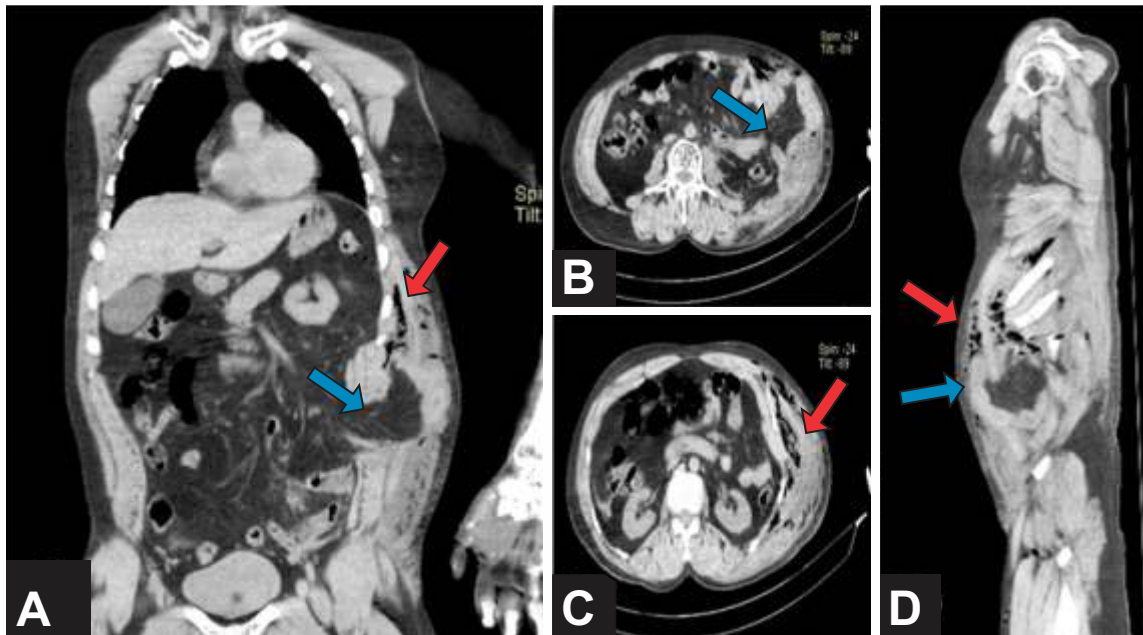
Tomografía abdominal. A. Corte coronal, Asa intestinal delgada protruyendo a través de defecto de pared abdominal (flecha azul), y aire en pared abdominal (flecha roja). B. Corte transversal, salida de asas intestinales delgadas atrapadas en defecto de pared abdominal (flecha azul). C. Corte transversal, aire y edema de pared abdominal (flecha roja). D. Corte sagital, Asa intestinal delgada protruyendo a través de defecto de pared abdominal (flecha azul), y aire en pared abdominal (flecha roja).
